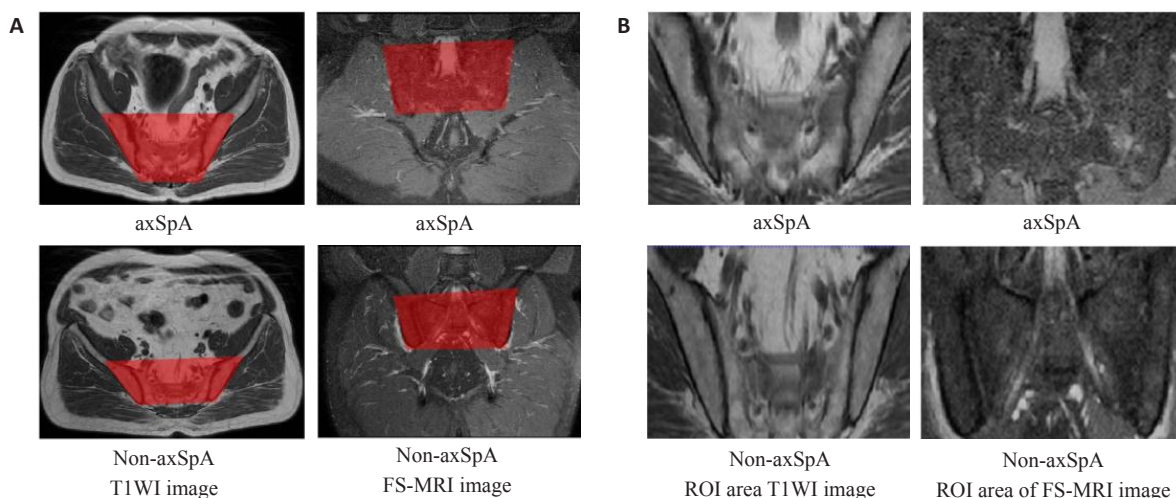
T1WI和FS-MRI图像示例以及 T1WI和FS-MRI图像ROI示例
